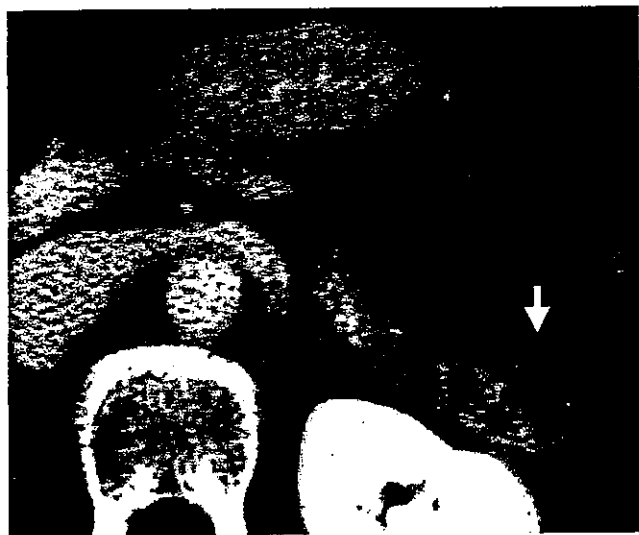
Computed tomography (CT) shows a 30-mm heterogeneous mass in the tail of pancreas, with slight enhancement (arrow). After distal pancreatectomy, this tumor was found to be cystadenoma of the pancreas, with a typical microcystic honeycomb pattern
